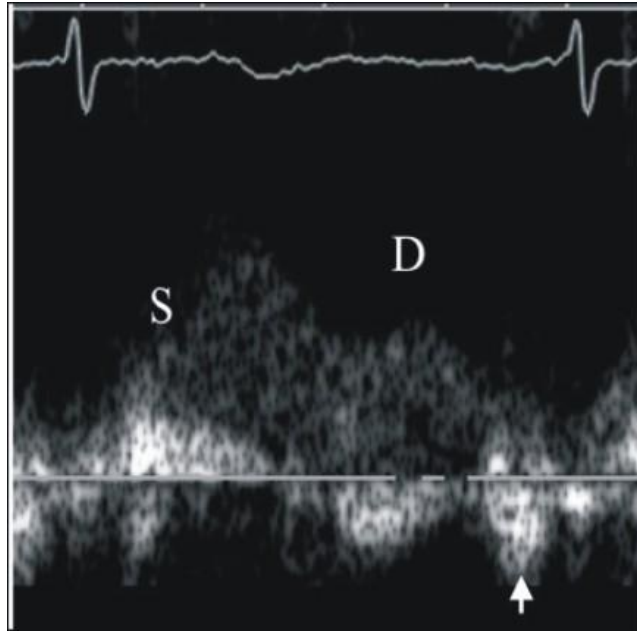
DOPPLER DE VEIAS PULMONARES – ONDAS SISTÓLICA (S), DIASTÓLICA (D), E A SETA DEMONSTRA A ONDA "A" REVERSA
